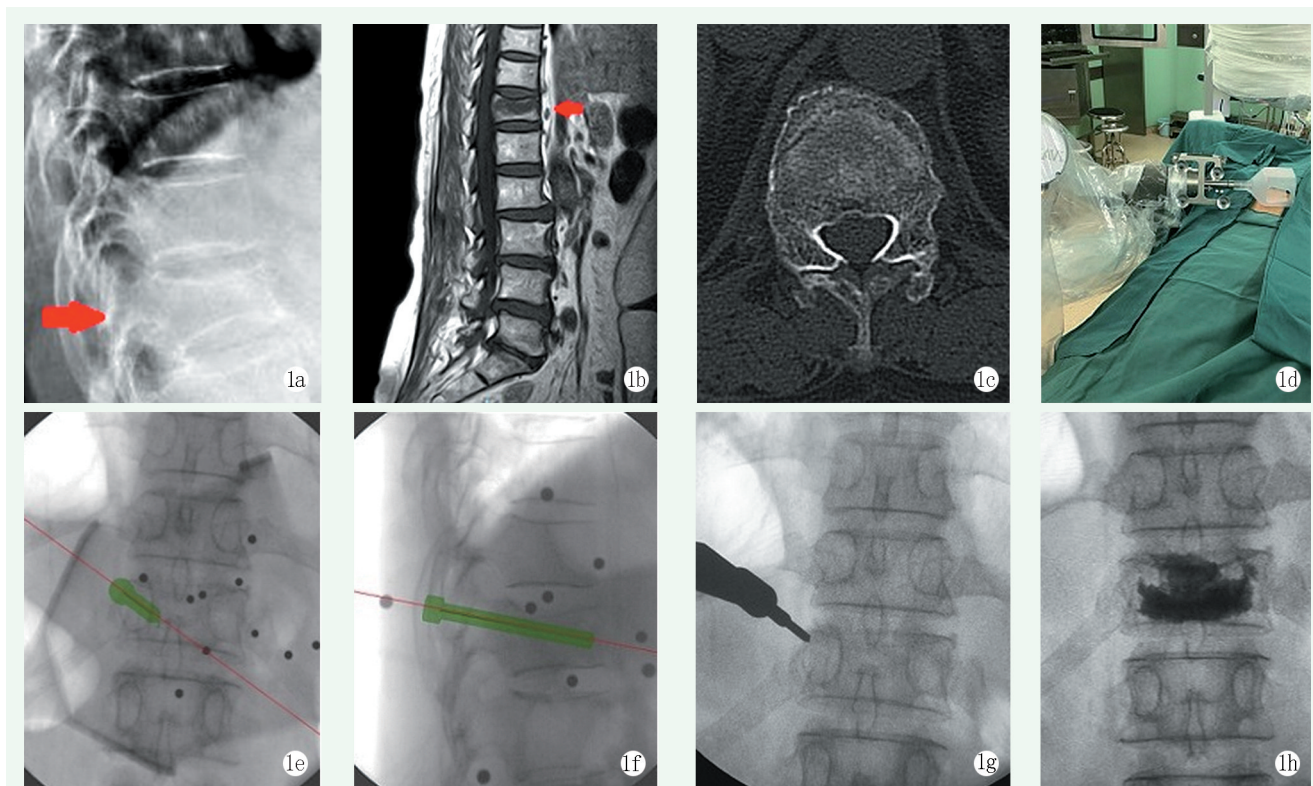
患者，女，58 岁，摔伤致腰背部疼痛 4 h 1a: 术前 X 线片见 T₁₂椎体压缩性改变、楔形变（红色箭头区域） 1b, 1c: 术前 MRI、CT 见 T₁₂椎体信号改变，髓内水肿（红色箭头区域） 1d: 利用脊柱定位器进行体表定位，安装导航机器人示踪器，机械臂套入无菌保护套拖动至术区 1e, 1f: 术中采集二维影像数据、规划导针穿刺点及入路 1g: 利用 C 形臂 X 线机确认导针位置，反复透视获得导针满意位置 1h: 使用骨水泥注入器，注入骨水泥，透视验证骨水泥位置及分布满意
